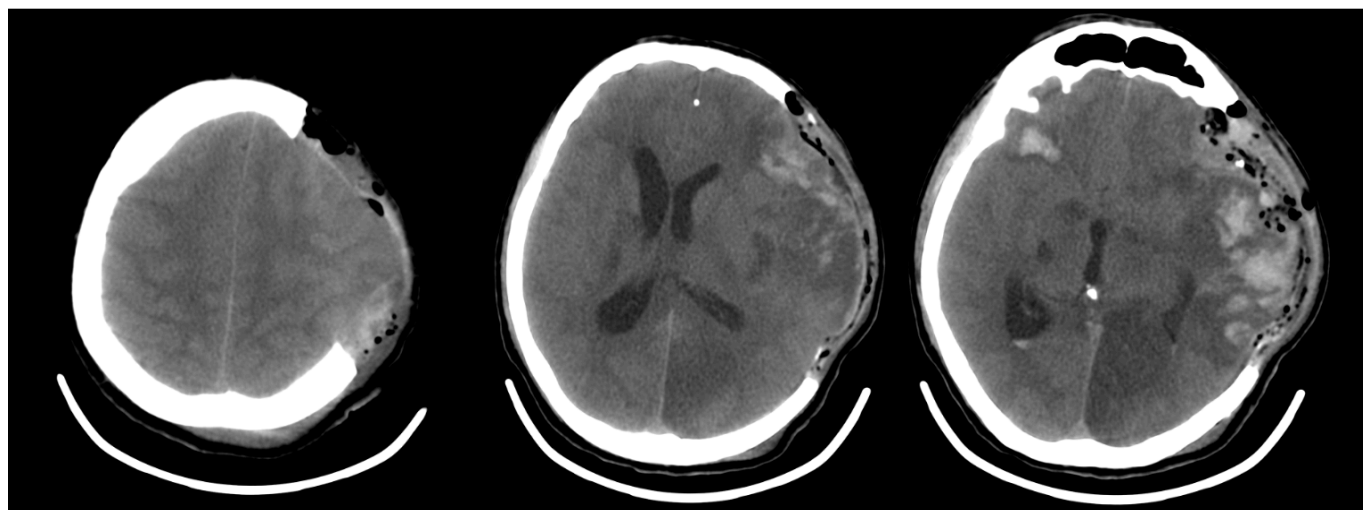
Пример постоперационного КТ-исследования с пролабированием вещества головного мозга в трепанационный дефект у пациента А, 37 лет, с диагнозом закрытая тяжелая ЧМТ: ушиб головного мозга тяжелой степени, сдавления головного мозга острой субдуральной гематомой лобно -теменно-височной области слева, геморрагические очаги ушиба 3;4 вида височной доли слева, полюсно-базальных отделов височной доли справа.
